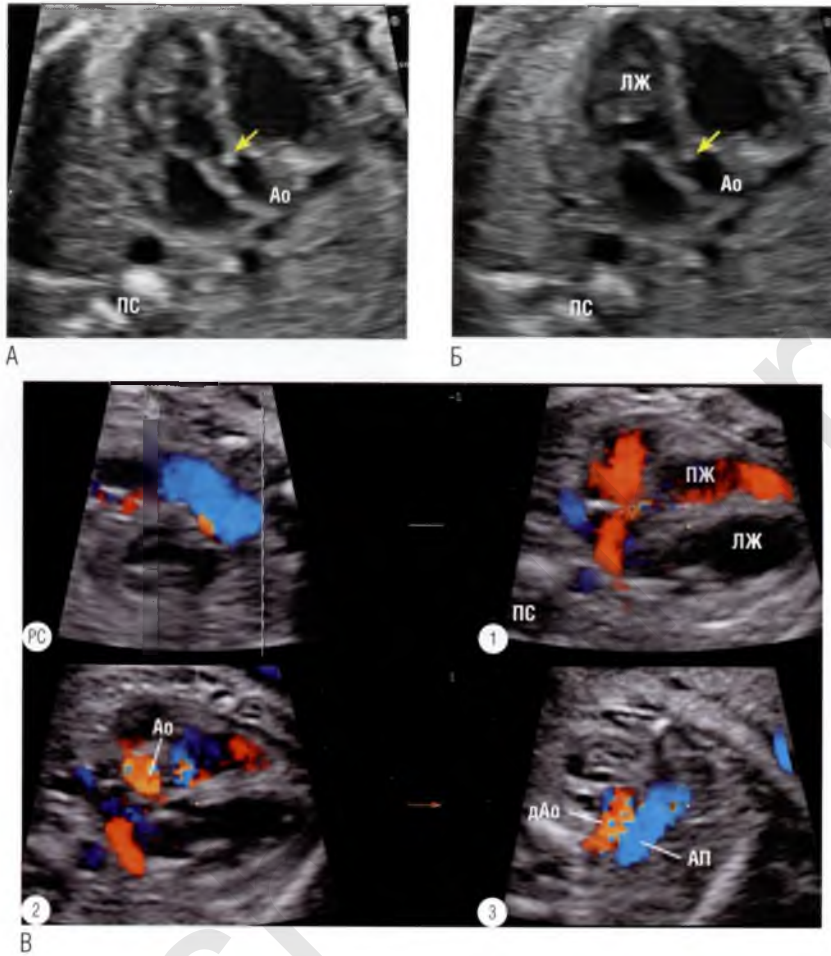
(А) Срез на уровне выводного тракта левого желудочка (ЛЖ) в фазу диастолы. Отмечается неполное раскрытие створок митрального клапана из-за повышения давления в полости левого желудочка вследствие стеноза аортального клапана (*стрелка*). (Б) Срез на уровне выводного тракта левого желудочка в фазу систолы, когда створки клапана в норме «исчезают», близко приближаясь к стенкам аорты (Ао). При стенозе створки аортального клапана (*стрелка*) отчетливо визуализируются в обе фазы сердечного цикла. В данном случае диаметр аорты практически нормальный, что нетипично для этой патологии. (В) Серия из трех параллельных томографических ультразвуковых срезов сердца плода со стенозом аортального клапана. На срезе в четырехкамерной позиции ① видно, что левый желудочек практически не наполняется кровью по сравнению с правым желудочком (ПЖ). Выявляется шунтирование крови преимущественно слева направо на уровне межпредсердной перегородки. Несмотря на недостаточное наполнение левого желудочка, отчетливо определяется антеградный кровоток через аортальный клапан ②. Однако кровоток в дуге аорты (дАо) ретроградный ③, что подтверждает значительную обструкцию на уровне аортального клапана. Восходящий отдел аорты и дуга аорты в данном наблюдении имеют необычно большие для данной патологии диаметры. АП — артериальный проток; ПС — позвоночный столб; РС — референсный срез.
